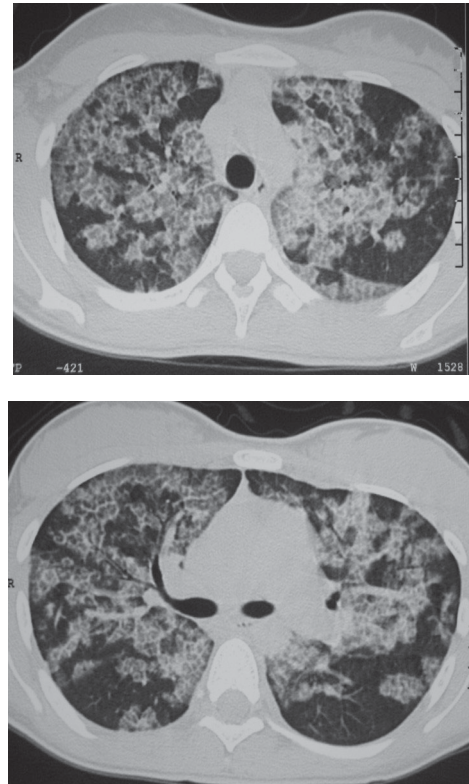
TAC de Tórax. Opacidades parenquimatosas, vidrio esmerilado y engrosamiento de septos interlobulillares.
